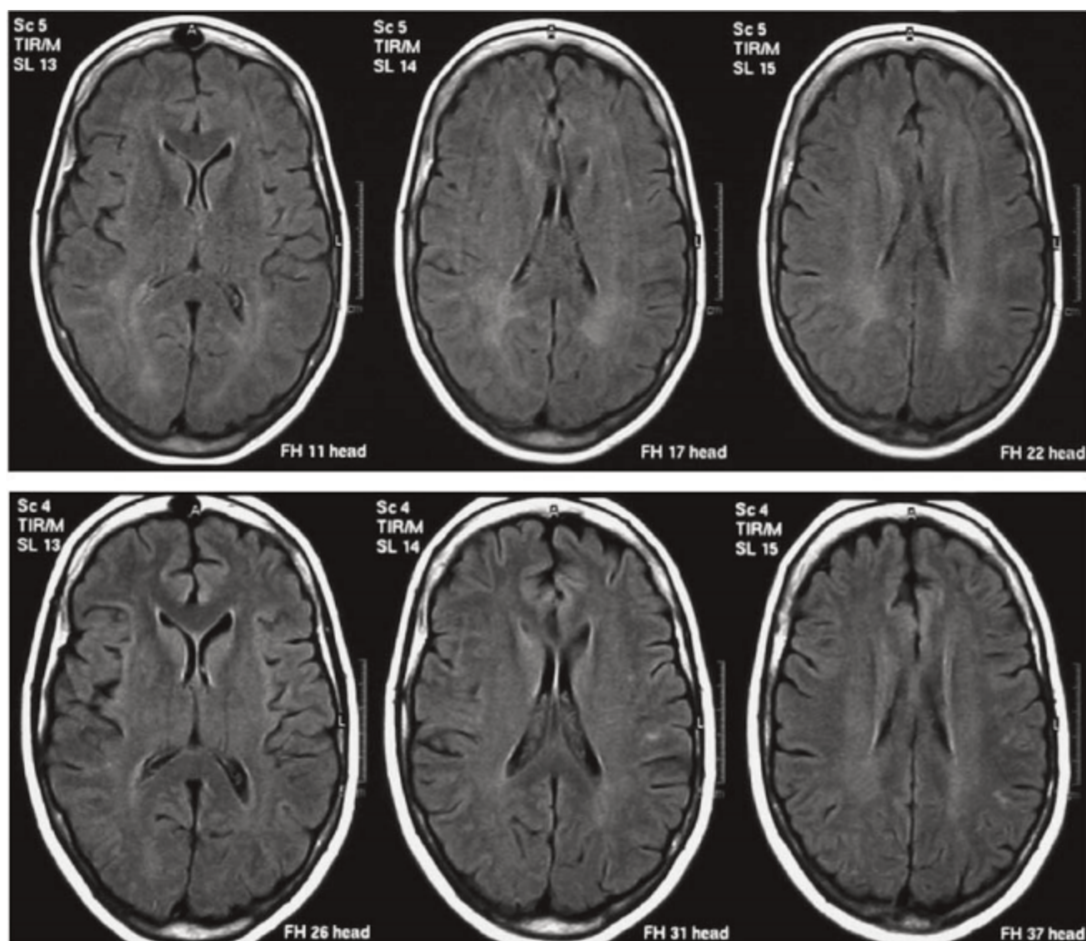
Encéphalopathie thyroïdienne de Hashimoto révélée par un PEP chez une femme de 47 ans. Séquences axiales FLAIR au moment de la presentation (haut), retrouvant des HS FLAIR de la SB postérieure, et 15 semaines après (bas), attestant de la réversibilité des lésions. Courtoisie Wilcox et coll. (135)
